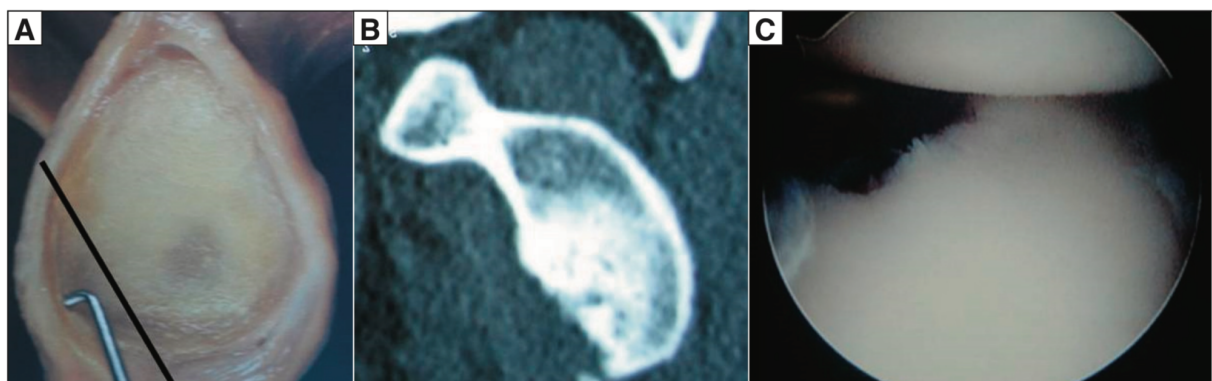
Anatomische Darstellung (A) eines linken Glenoid mit der typischen Lokalisation der ossären Bankart-Läsion sowie CT-morphologische und arthroskopische Darstellung einer bestehenden ossären Bankart-Läsion [4]. © 2013 CIC Edizioni Internazionali "creative common rights"
